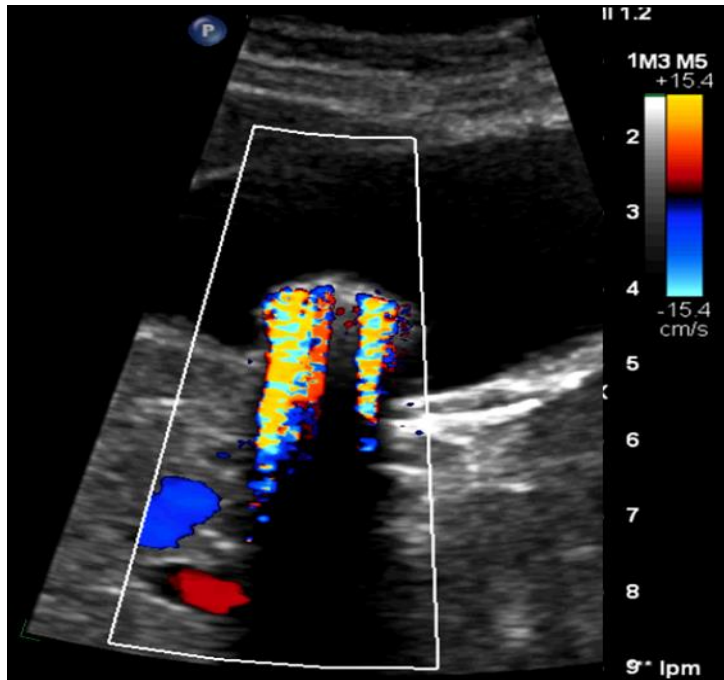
Vesícula biliar vista en sagital con presencia de lito que proyecta sombra acústica posterior y artefacto de centelleo al Doppler color.
